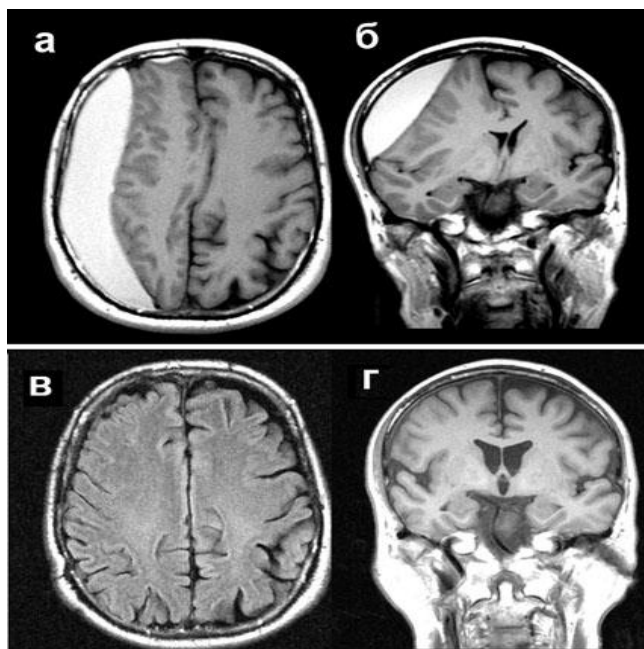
МРТ-динамика правосторонней ХСГ у 64-летнего больного. В клинике доминирует левосторонний гемипарез. Сагиттальный и фронтальный срезы (T1):
